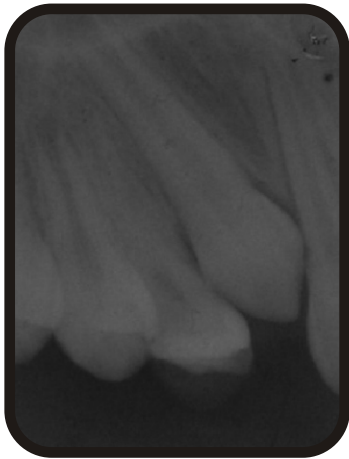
Radiografía de control a tres meses; no se observan lesiones periapicales.
